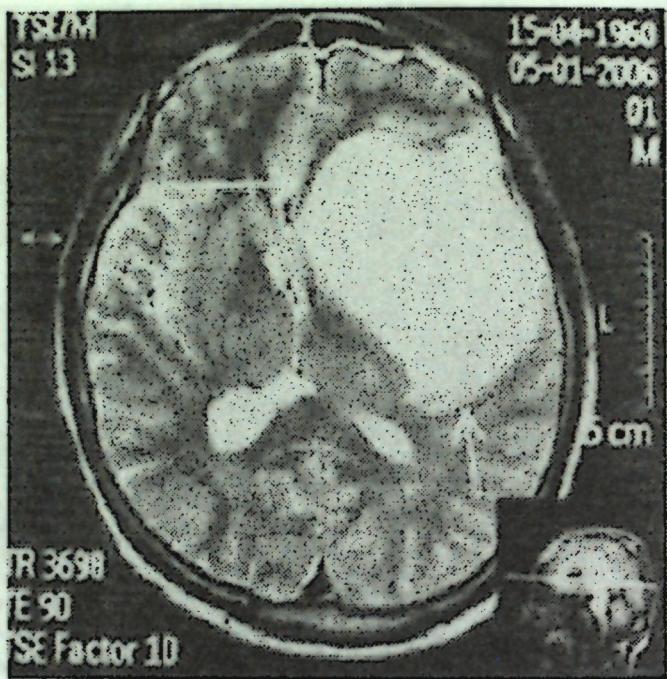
МР томограмма со смешанной гематомой.
